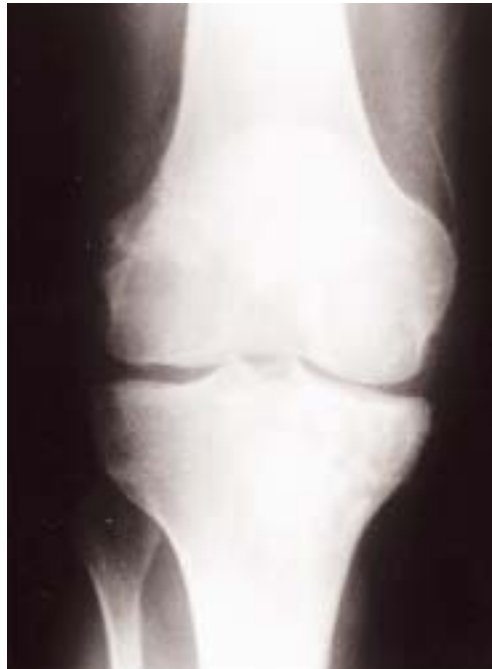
Radiografía AP postoperatoria, después de la extirpación del quiste y aporte del injerto óseo.
